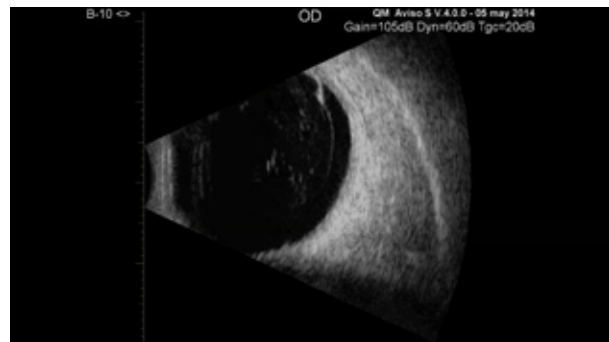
Desgarro Retiniano por Ultrasonografía modo B.
